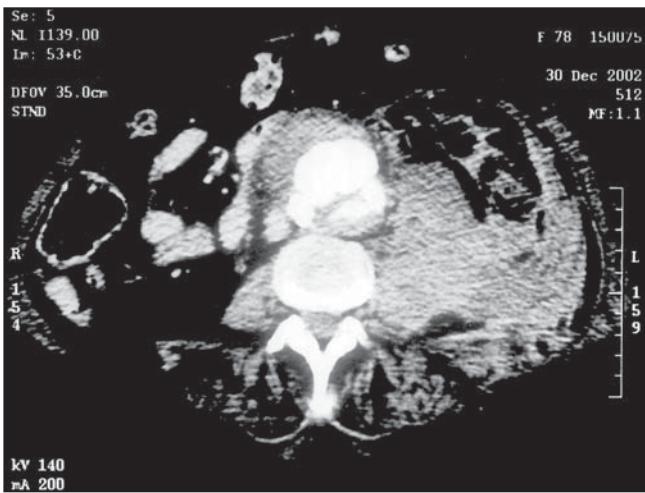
TAC con contraste. Muestra la aorta abdominal infrarrenal, un falso aneurisma y un hematoma retroperitoneal.
